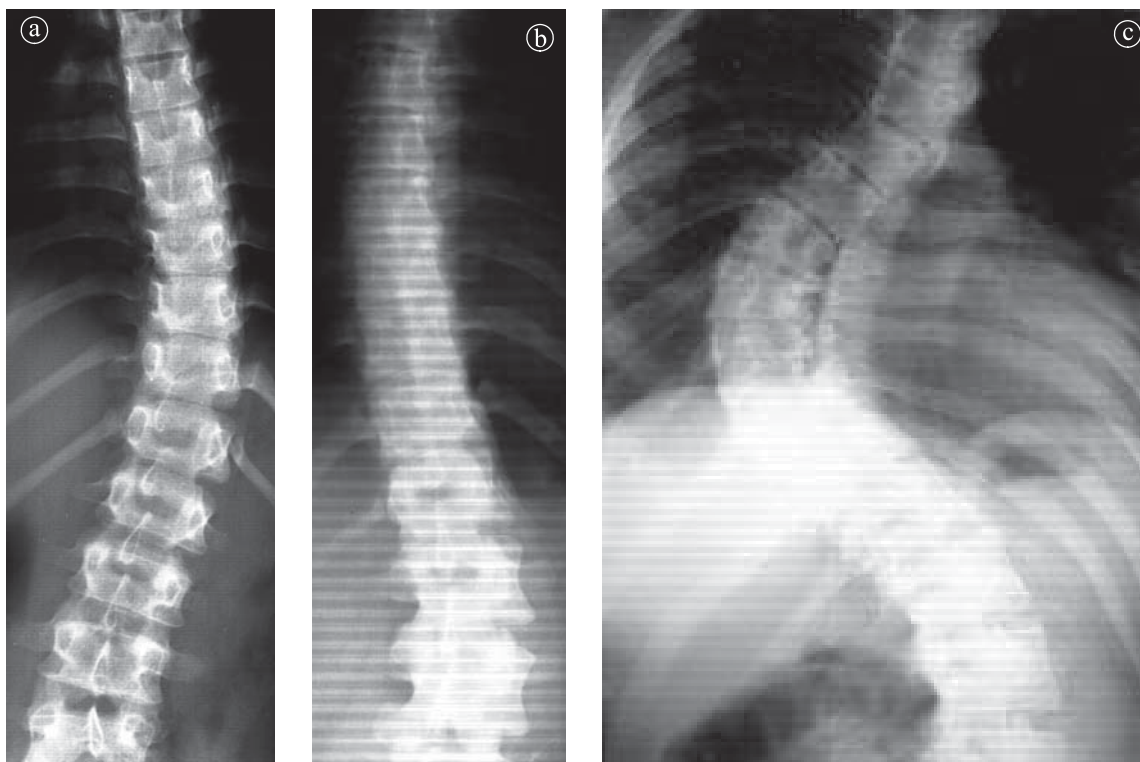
1. Scolioză. Radiografii coloană dorso-lombară. a) Curbură unică dorsală, cu convexitatea către stânga, fără deformarea corpurilor vertebrale. Unghiul Cobb de  $17^{\circ}$  b) Curbură lombară cu convexitatea către stânga, compensată dorsal. c) Scolioză cu dublă curbură, veche, cu tasarea corpurilor vertebrale spre concavitate și importantă rotație.
